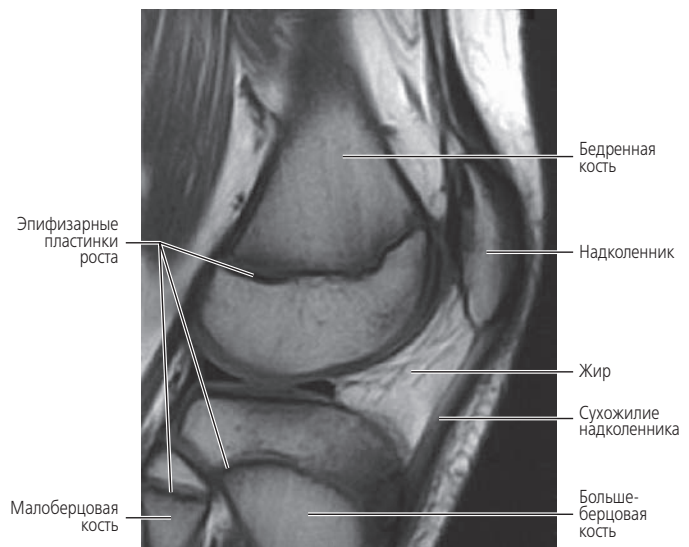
Сагиттальная проекция коленного сустава на МРТ в режиме T1.
